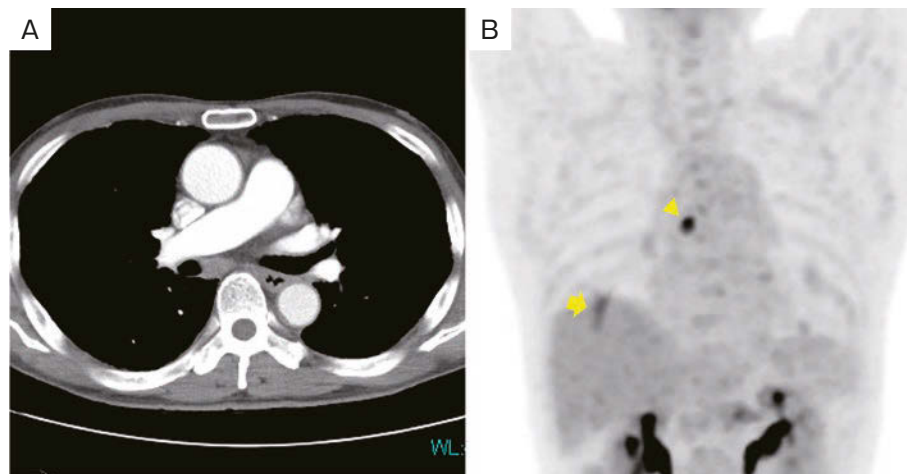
Assessments of mediastinal lymph nodes. (A) Chest contrast-enhanced CT revealed swelling of the subcarinal lymph nodes. (B) FDG-PET showed increased FDG accumulation in the tumor in the right lung (yellow arrow) and the subcarinal lymph nodes (yellow arrowhead).
